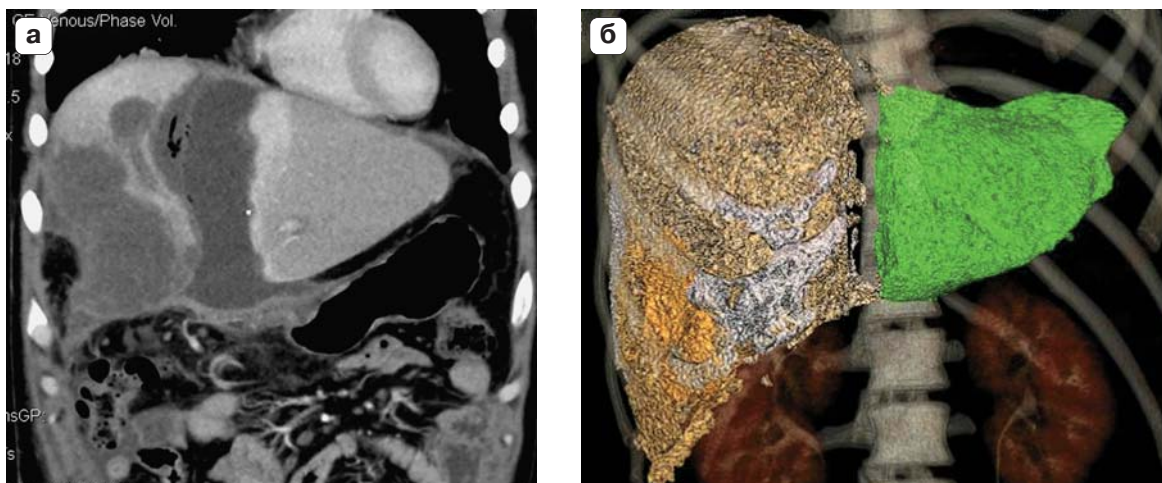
Компьютерная томограмма. Новообразование печени, состояние после первого этапа оперативного лечения. а – ишемические изменения в паренхиме правых отделов печени, паренхима S<sub>I-III</sub> однородна; б – 3D-реконструкция, соотношение размеров левого латерального сектора и участка печени, планируемого к удалению.
